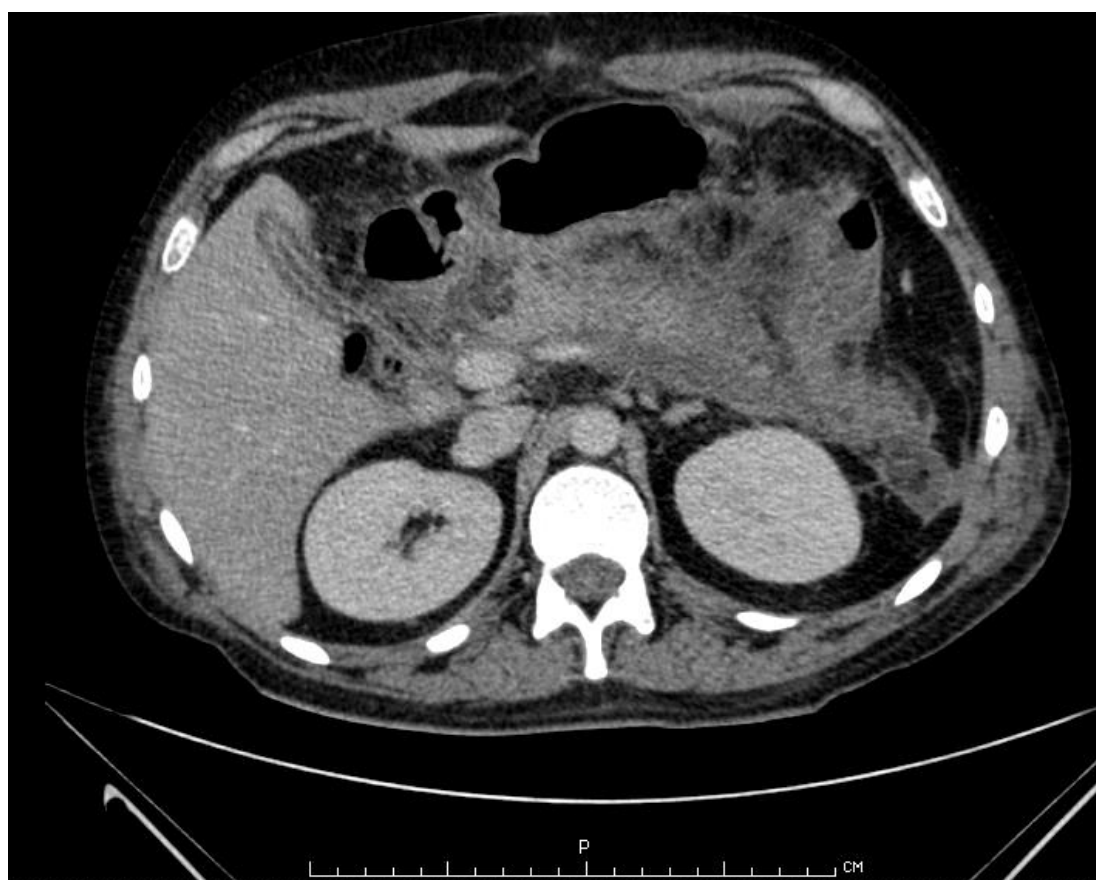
Компьютерная томограмма больного Ш., 73 лет, и/б 327771. 30-е сутки от начала заболевания. Панкреонекроз с формированием абсцесса головки поджелудочной железы.
